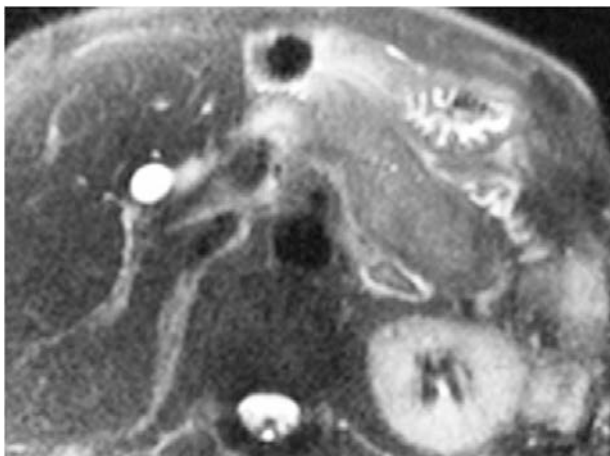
MRI-T2 強調像．腫大した膵体尾部は軽度の高信号を示している．
